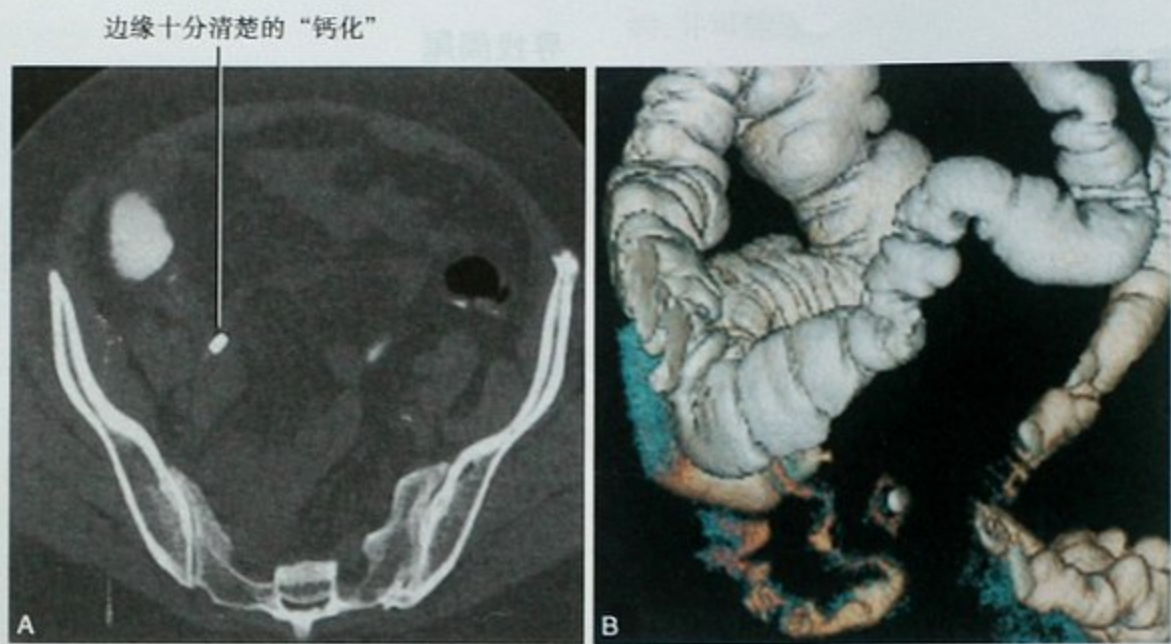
异物误诊阑尾粪石。A. 平扫 CT 横断位图像,口服阳性对比剂,显示右下腹致密影; B. 由于致密影境界锐利,VR 重建进一步定性,显示致密影为该老年患者早前误服的仍在塑料包装袋内的铁剂。手术中发现该包装已侵蚀穿破肠壁
